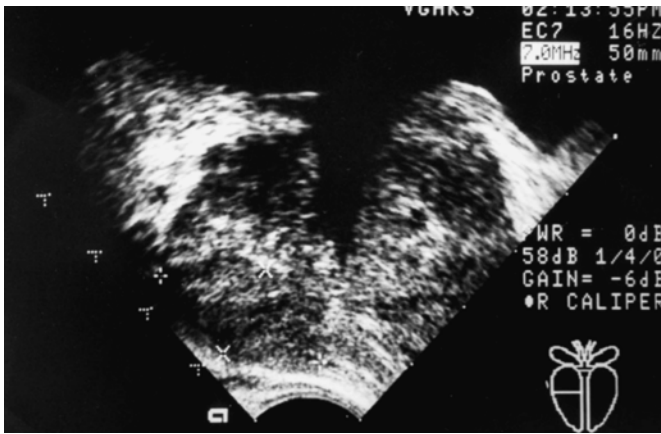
USG transrectal de próstata donde se observan zonas hipoeoicas y algunas calcificaciones en la zona periférica.
